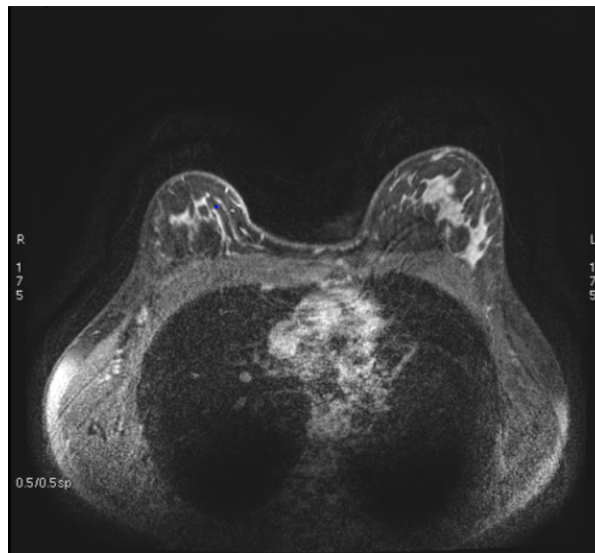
Resonancia magnética.(8)
